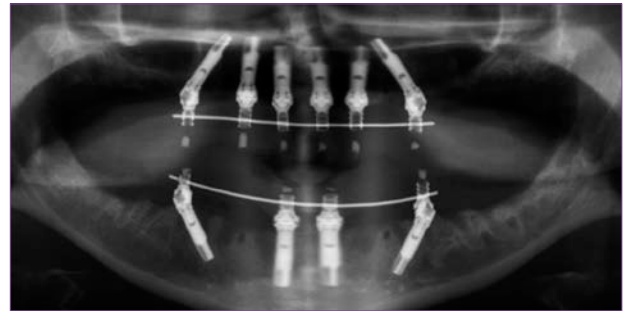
Ortopantomografía posquirúrgica con los implantes y las prótesis fijas provisionales ya colocados. Se llevaron a cabo en la misma sesión, el día de la cirugía guiada por ordenador.
